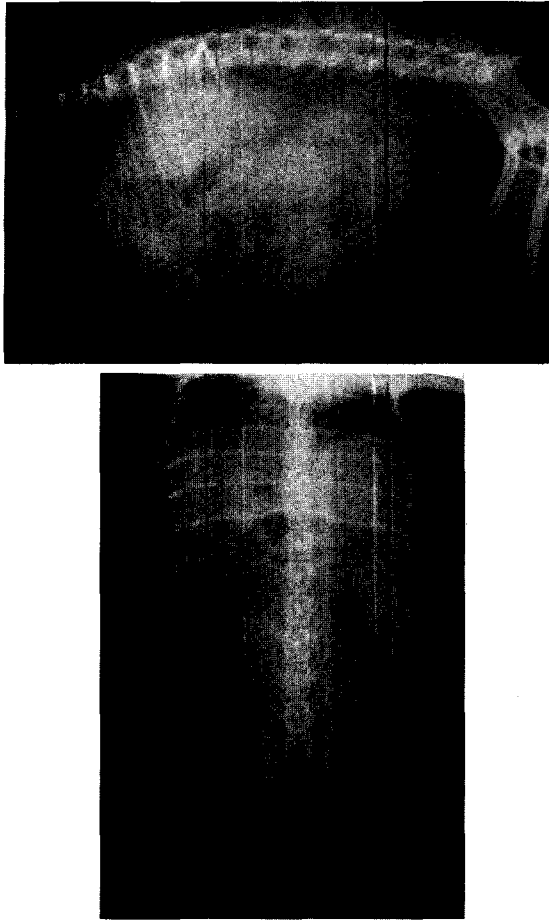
Abdominal radiographs, lateral and ventrodorsal views. They show enlarged tortuous homogeneous tubular soft tissue opacities in the caudoventral abdomen. It turned out enlarged uterus.
